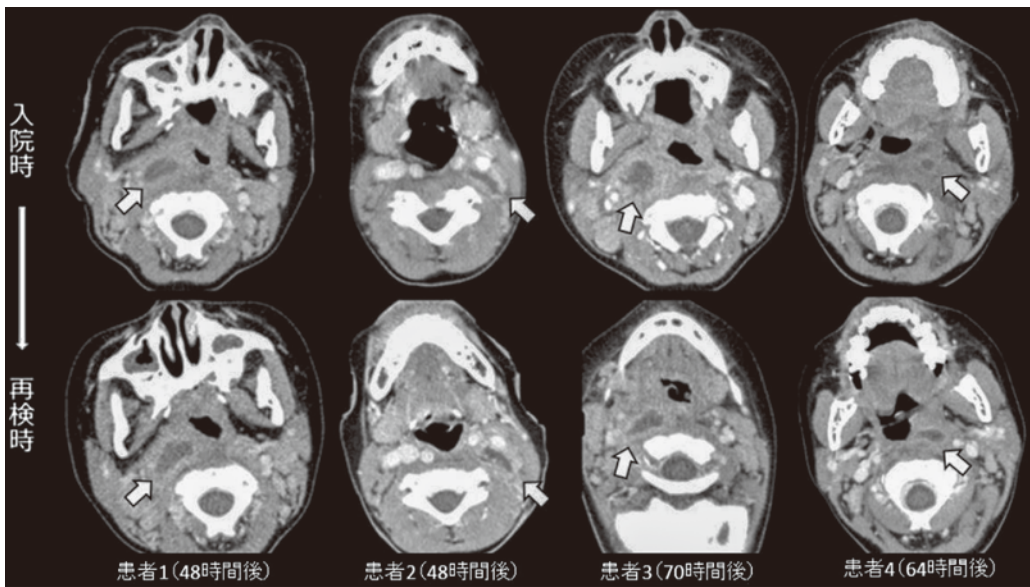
患者 1~4 の診断時および治療開始後に再検した 2 回目の頸部造影 CT 検査の推移
